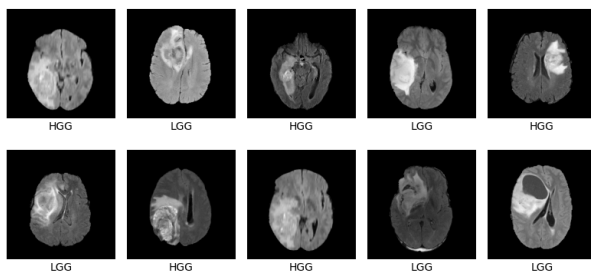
Пример входных данных. На изображениях представлены МРТ-снимки FLAIR последовательности пациентов с диагнозами глиома (LGG) и глиобластома (HGG)
